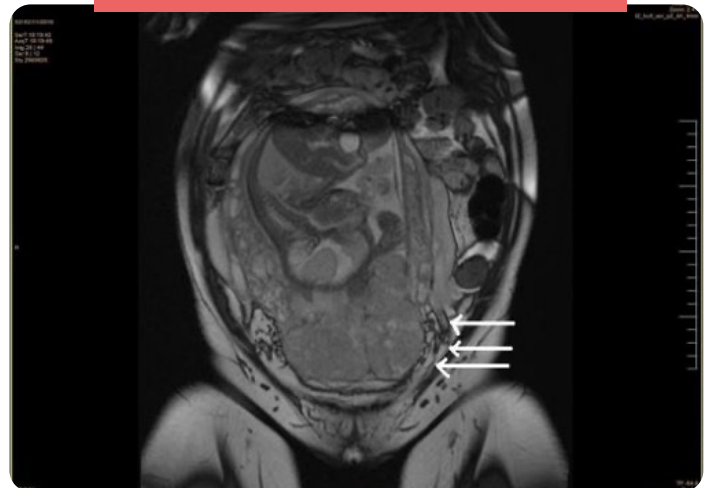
RM. Placenta previa oclusiva total, de localización anterior. El miometrio se encuentra adelgazado en su tercio distal y en algunas áreas no se identifica su margen interno hipointenso con aparente infiltración del mismo, predominantemente en el aspecto lateral izquierdo (Flechas).
